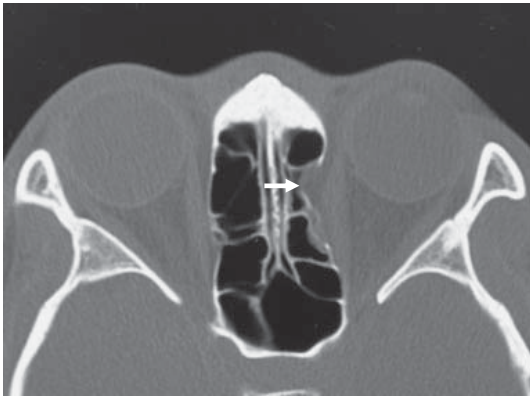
Medial orbital bone fracture findings in axial CT (case 2) Arrow : fracture
